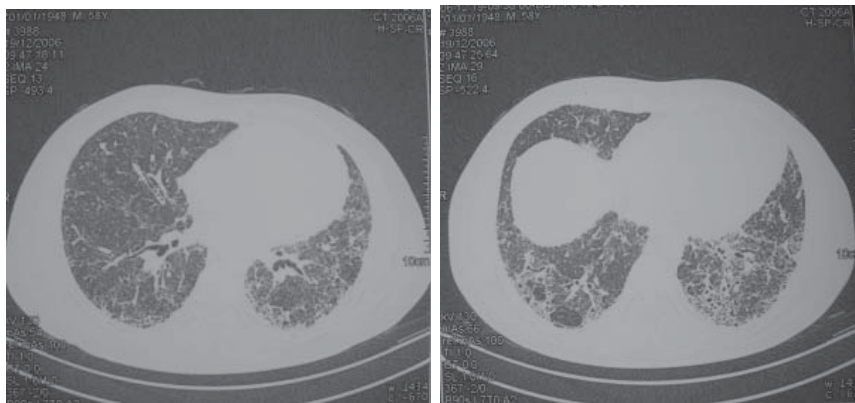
HRCT la un pacient cu FPI demonstrează îngroșări septale, prezența fagurelui subpleural, mai accentuat în lobii inferiori
